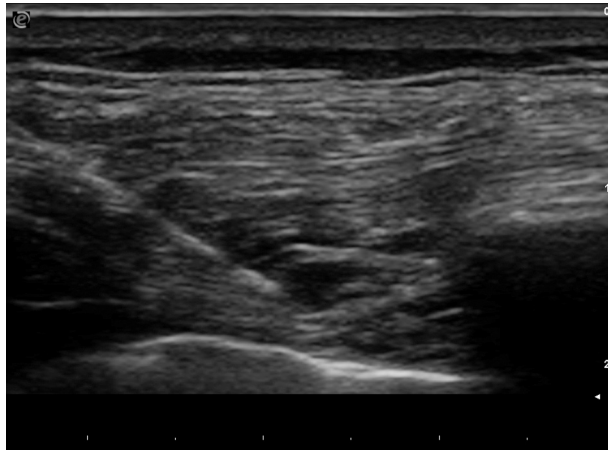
Serratus anterior sinir bloğu ultrasonografi görüntüsü
